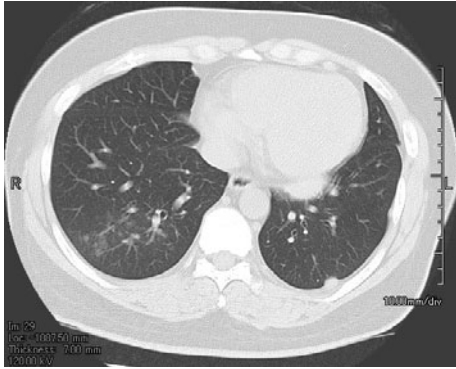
胸部CT画像。右下葉の肺炎陰と、左胸腔内の心膜、壁側胸膜に腫瘍を認める。
